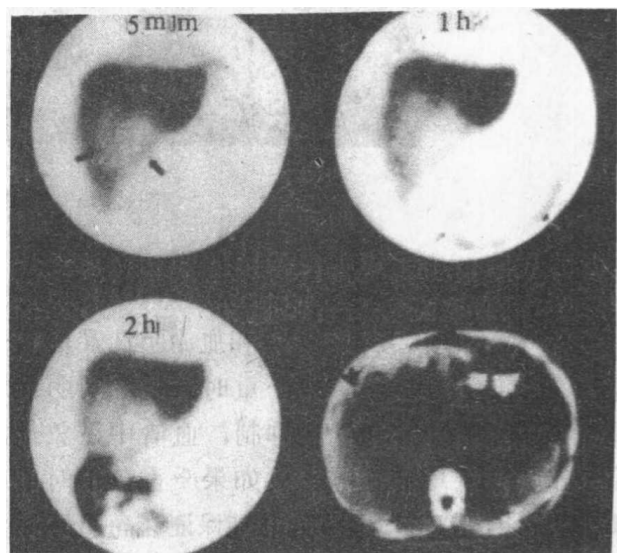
15 肝右叶下部阿米巴脓肿引起胆道不完全梗阻，胆汁排泄入肠时相延缓，最后一帧为CT照相
